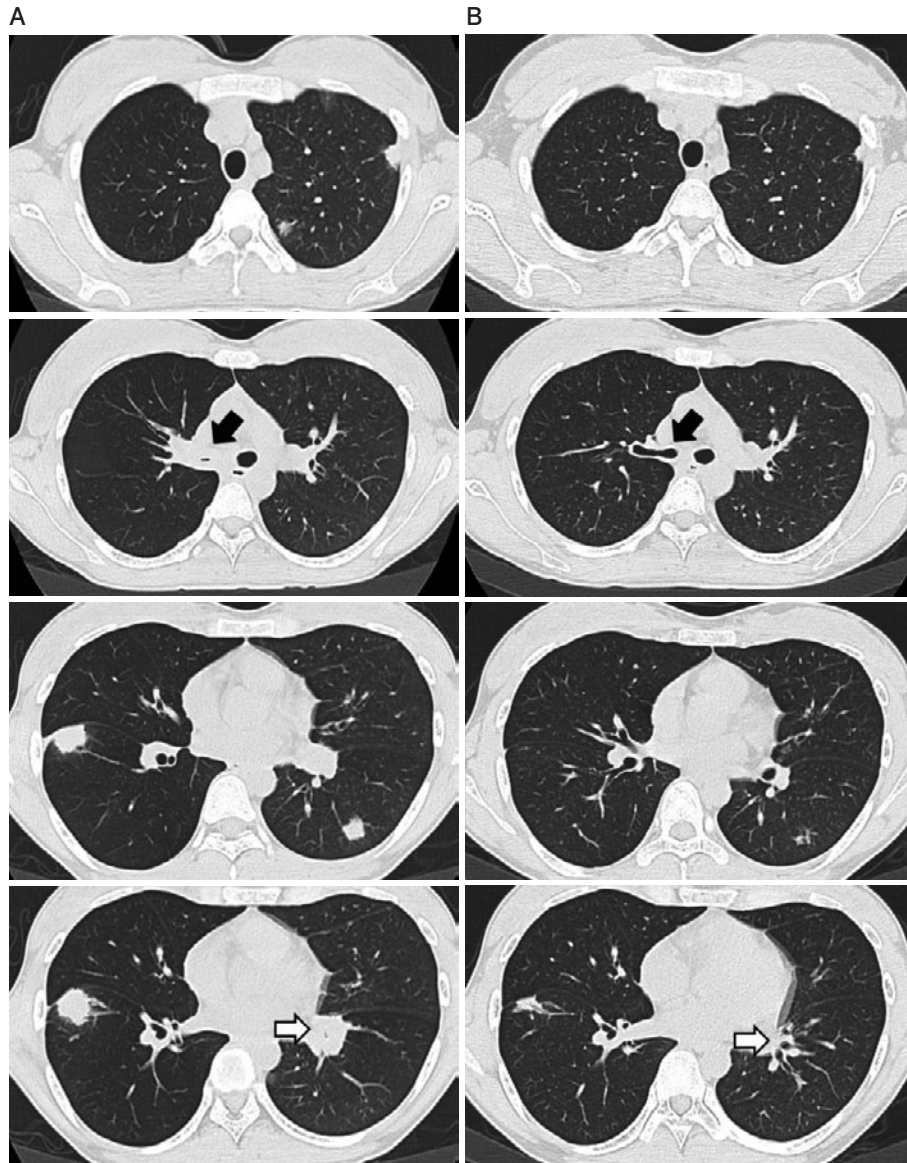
(A) Chest computed tomography on admission, showing nodules in the right S8 and left S1+2, S6, and bronchial stenosis of the right main bronchus (black arrow) and left lower bronchus (white arrow). (B) Chest computed tomography in April, showing improvement of the right main bronchus and the left lower bronchial stenosis (black and white arrows).
